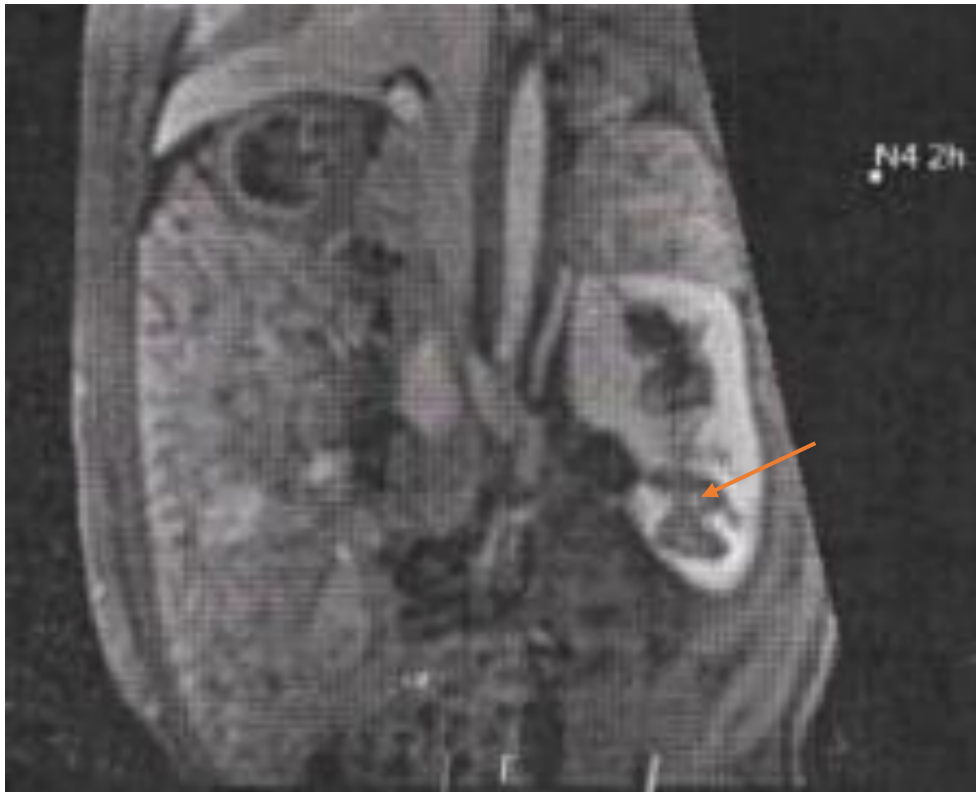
MRT-Darstellung 2 h nach IRE (Versuch Nr. 7), Pfeilspitze zeigt den hyperintensiven Bereich innerhalb der hypointensen Zone.
